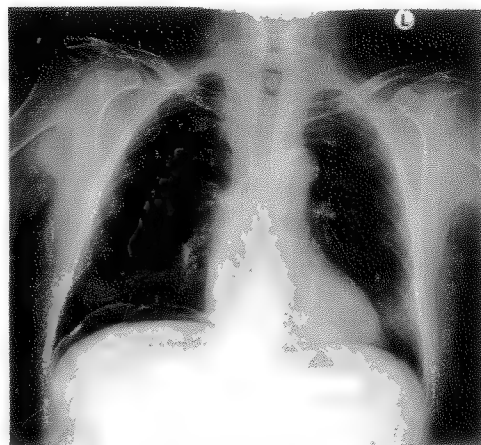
Radiografie toraco-abdominală: pneumoperitoneu.
